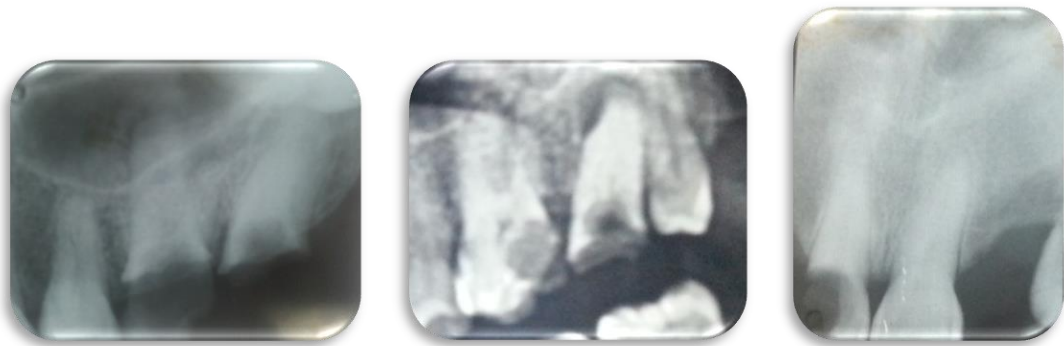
Radiografía periapicales de diagnóstico.
